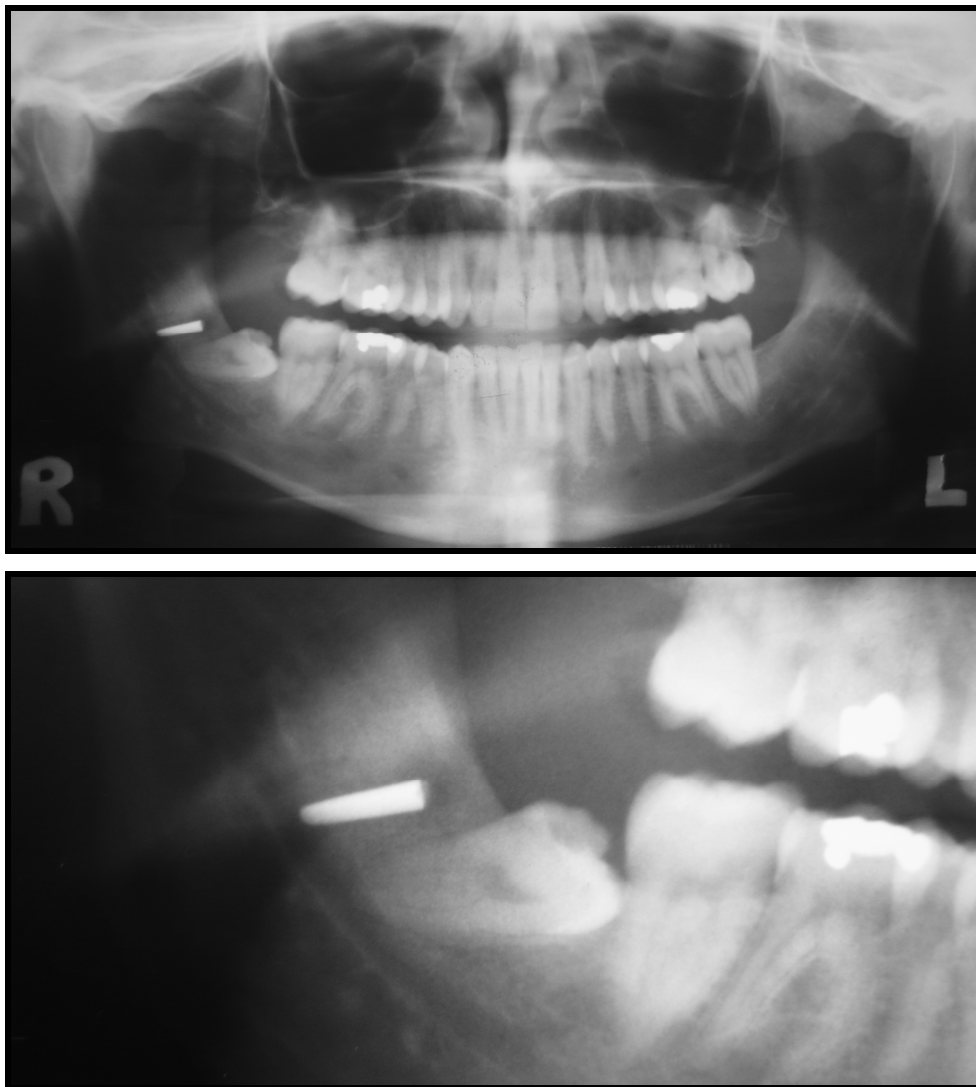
Ortopantomografía. Fuente propia
